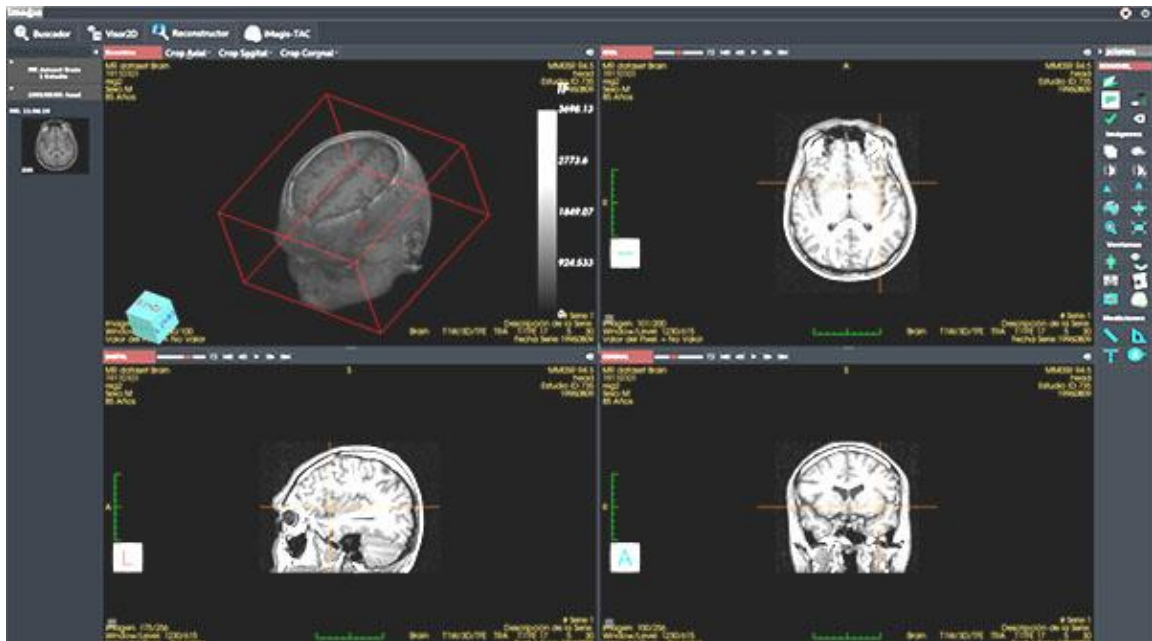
iMagis® 3.0. Cortes Axiales, Sagitales y Coronales. Resonancia Magnética de cráneo en secuencia T1.
